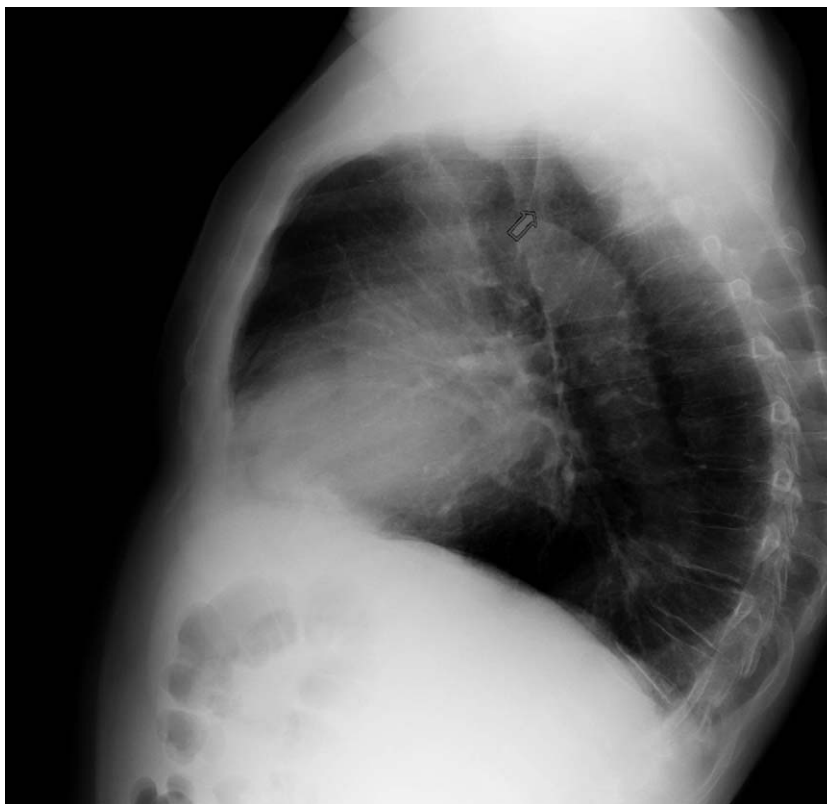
Radiografía lateral.
